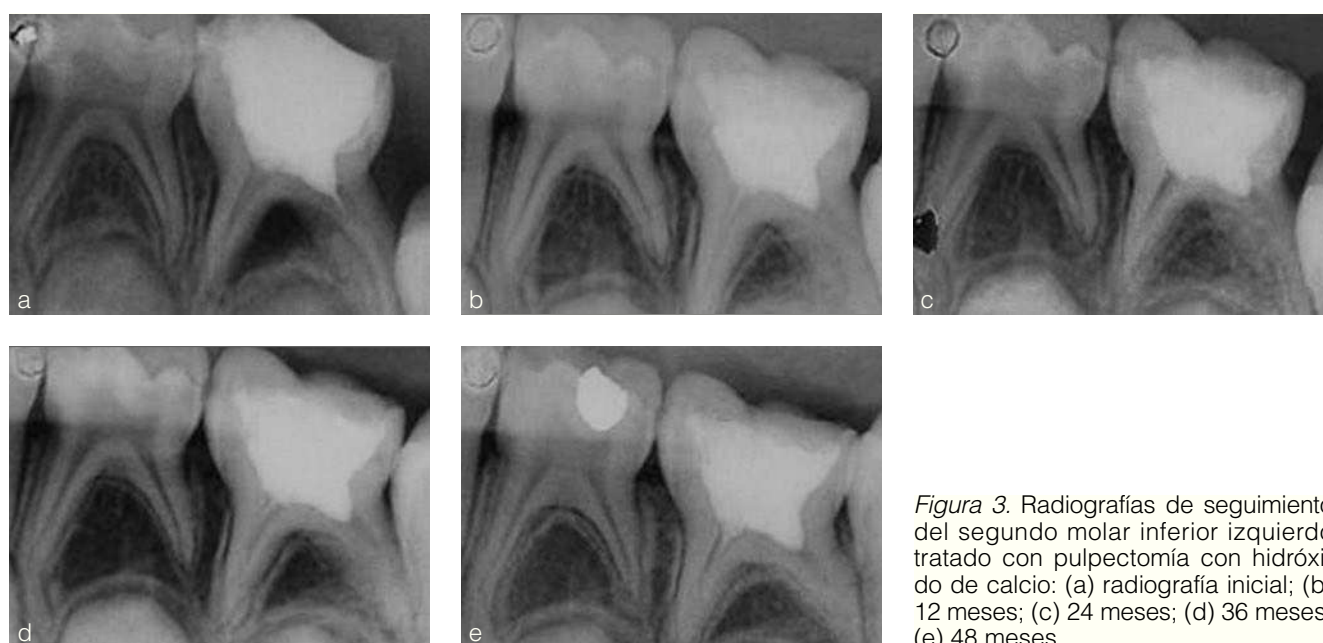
Radiografías de seguimiento del segundo molar inferior izquierdo tratado con pulpectomía con hidróxido de calcio: (a) radiografía inicial; (b) 12 meses; (c) 24 meses; (d) 36 meses; (e) 48 meses.
